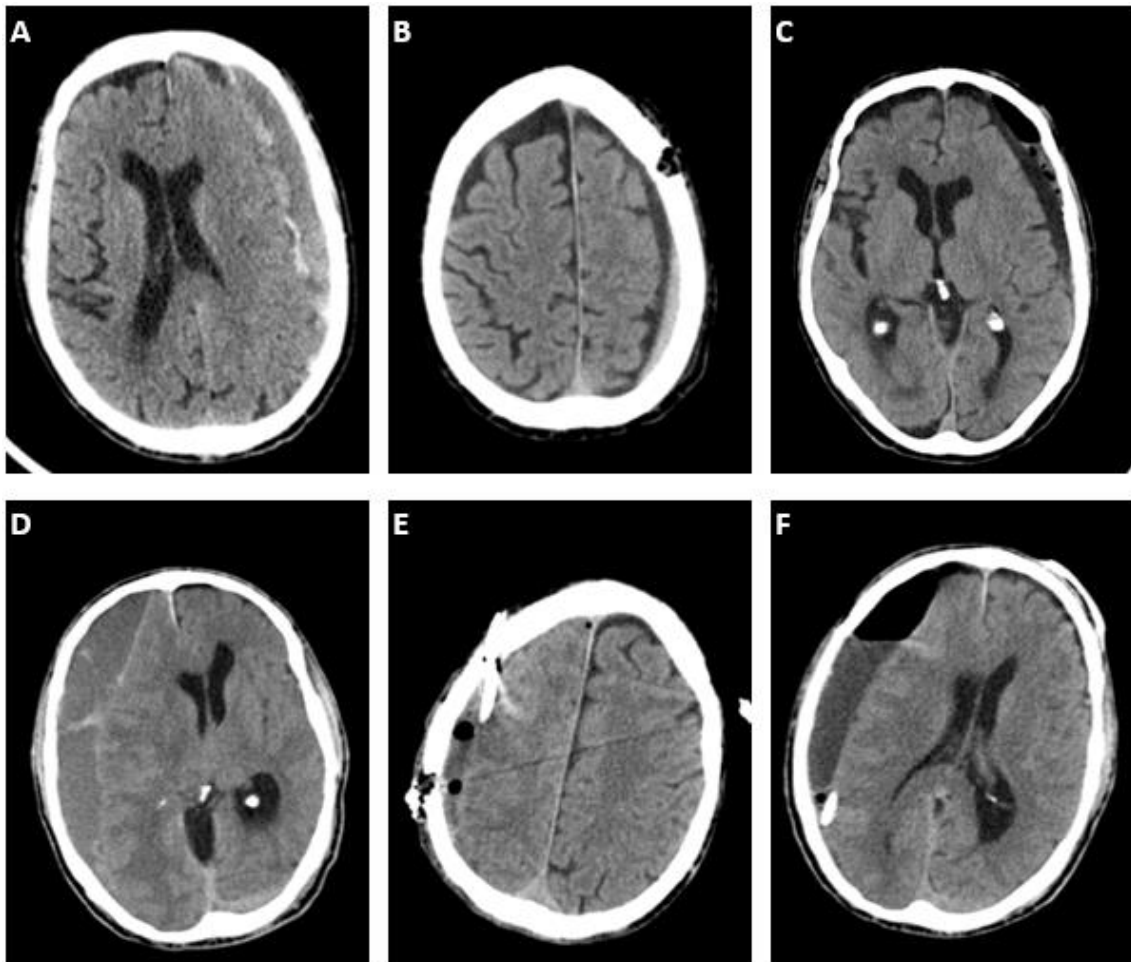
Imágenes de TC que muestran la situación prequirúrgica y postquirúrgica de un paciente intervenido con un agujero de trépano (A, B, C) y uno intervenido con dos agujeros de trépano (D, E, F).
